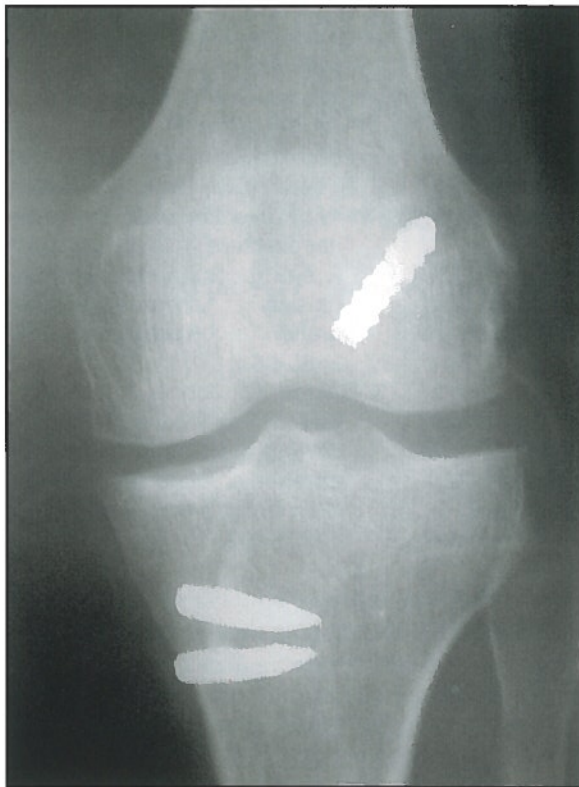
Radiografía lateral tras el recambio de la plastia con tendones de pata de ganso doble, fijados con un tornillo interferencial reabsorbible en fémur y dos grapas de Richards en tibia.
